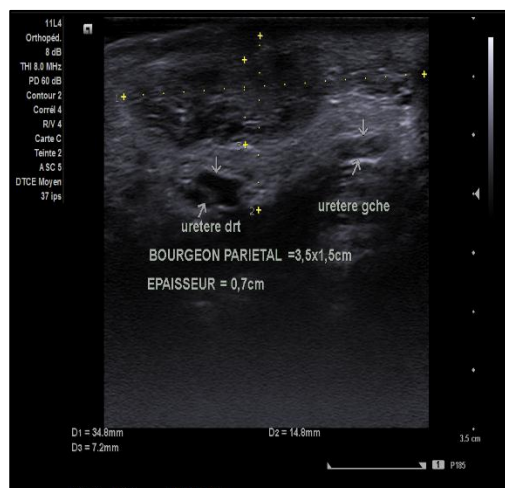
coupe axiale échographique avec sonde de 10 à 12 MHZ de la plaque vésicale montrant masse tissulaire hétérogène hypo et hyper échogène de 34,8 mm 14,8 mm, sans cavité en son sein compatible à une exstrophie vésicale, non vascularisée au doppler couleur associée à deux structures annulaires de centres hypo-échogènes avec renforcement postérieur sous la masse correspondant à des méats urétéraux dont les diamètres mesurent en 7 mm.
